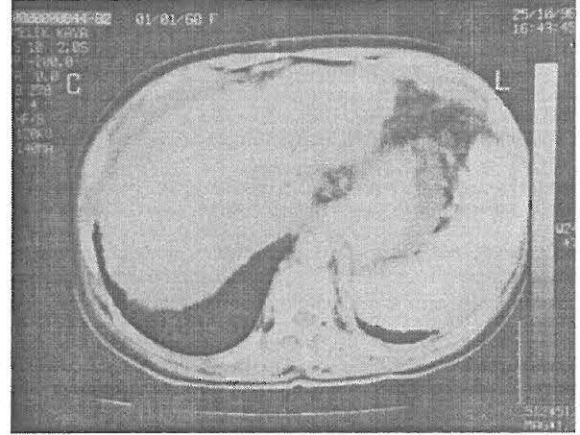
Torax BT'de bilateral pleural efüzyon ve AC de infiltrasyon alanları
